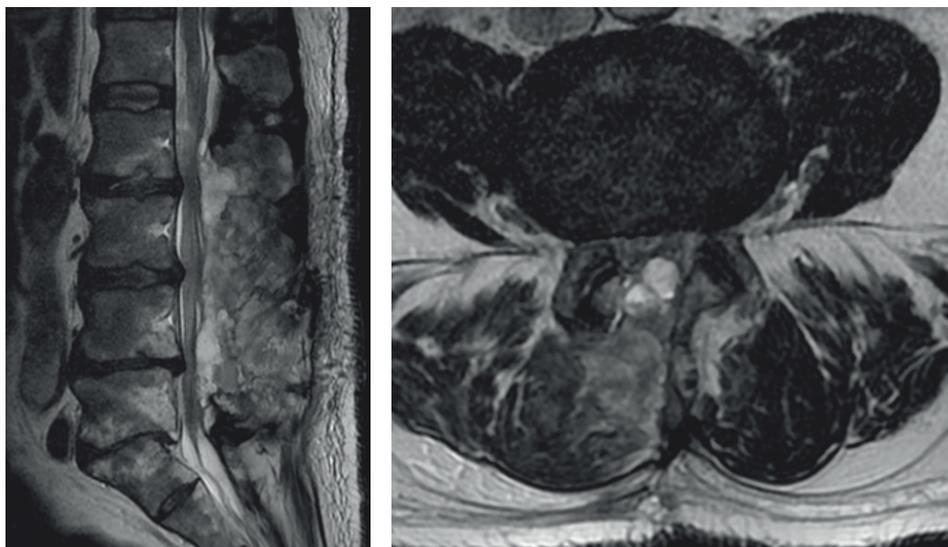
IRM en coupes sagittale et axiale pondérées T2. Hématome péridural typique chez un patient qui se dégrade à 48h postopératoires. Dans ce cas-ci, il ne faudra pas réintervenir car, au lit, le patient n'a aucun déficit. Les vives douleurs ressenties en station cèderont en quelques jours.
